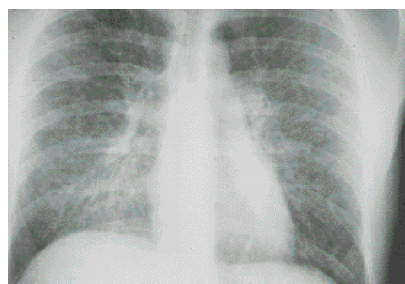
Radiographie thoracique de pneumopathie interstitielle bilatérale cryptococcique (Coll D. Bonnet).
